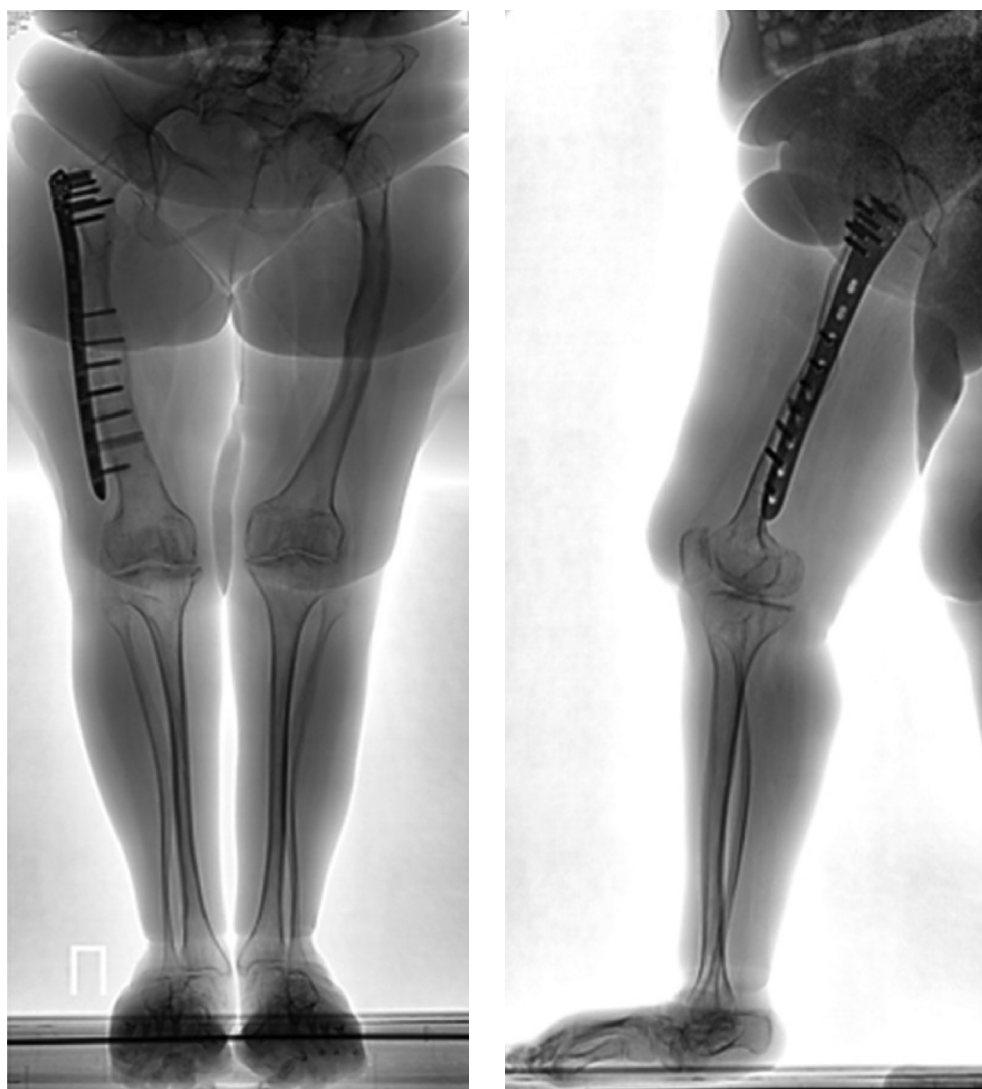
Осевые рентгенограммы нижних конечностей через 5 лет и 4 месяца после оперативного вмешательства на правом бедре.
